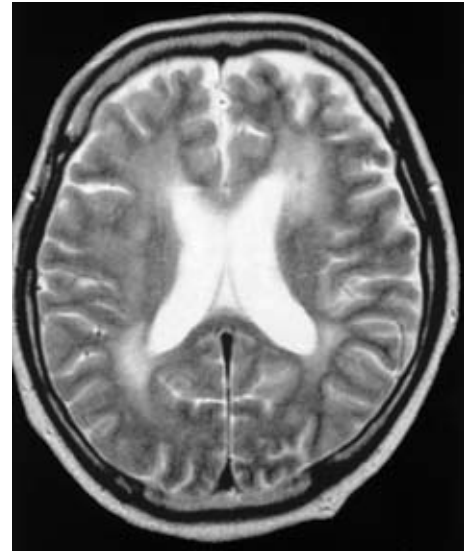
Brain MRI (T2 weighted image) of case 4
